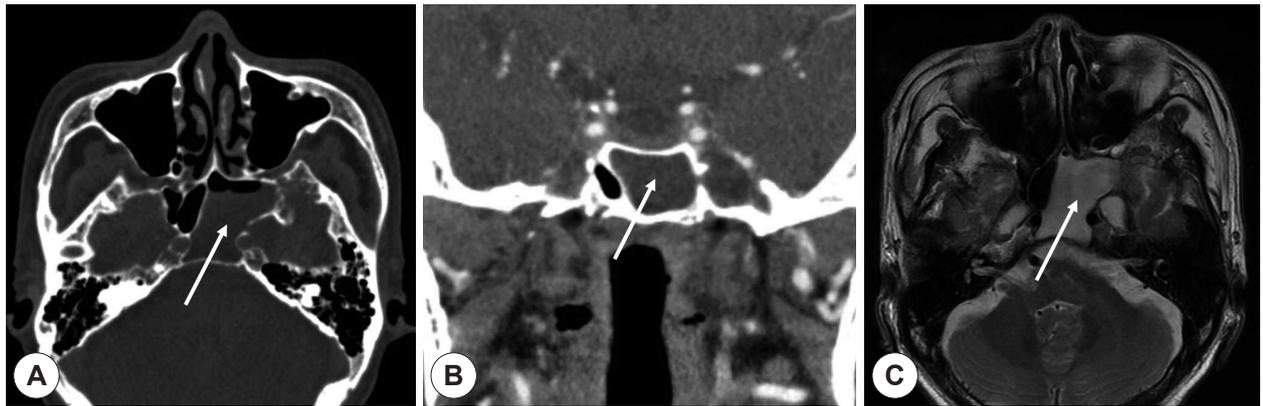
Axial (A) and coronal (B) sections of preoperative computed tomography and magnetic resonance imaging (C). The arrows indicate fluid collection in the left sphenoid sinus.
